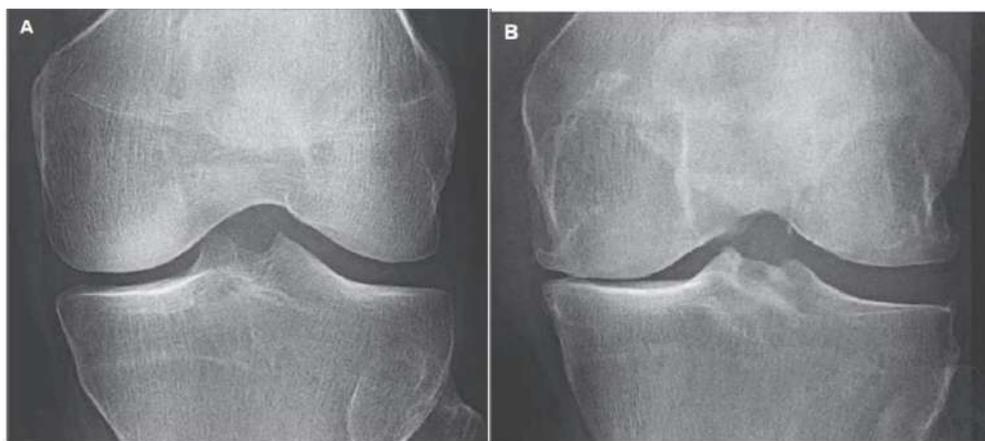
Radiografías de rodilla normal y rodilla artrósica.² a imagen A muestra una rodilla normal, sin osteofitos, esclerosis subcondral y estrechamiento del espacio articular. La imagen B, en cambio, muestra un estrechamiento del espacio articular moderado-severo en el compartimento tibiofemoral medial y una marcada esclerosis subcondral en la tibia medial.
